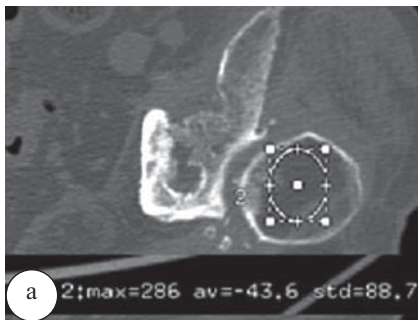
МСКТ тазобедренного сустава больного П., 69 лет: а – аксиальный срез, плотность в области большого вертела ($-43,6$ HU); б – MPR, отсутствие характерного трабекулярного строения в межвертельной области, плотность ($-91,9$ HU); в – VRT
